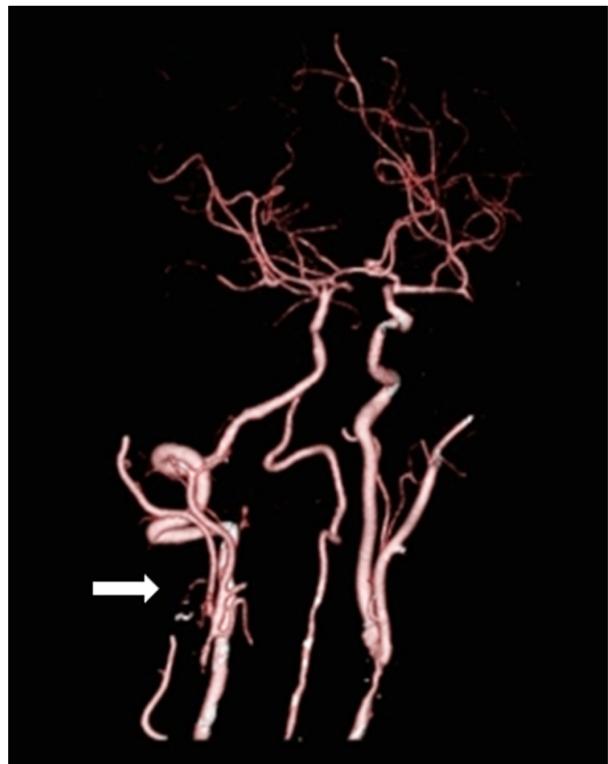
Computed tomography angiography shows total occlusion of right internal carotid artery (arrow).
